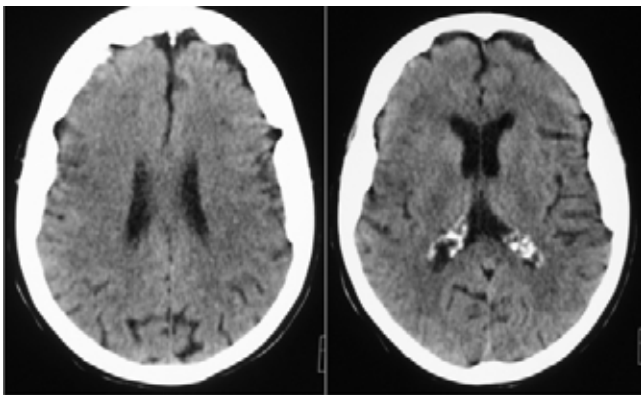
Tomografía computada de cráneo que muestra borrado de cisturas parenquimatosas frontoparietales derechas.
